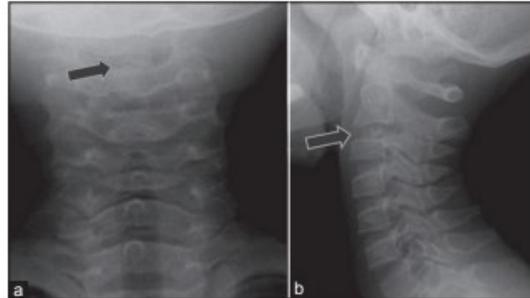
(a) Radiograph of cervical spine in anteroposterior and (b) Lateral projection. There is ovoid calcification in C2-3 intervertebral disc space (arrows)
